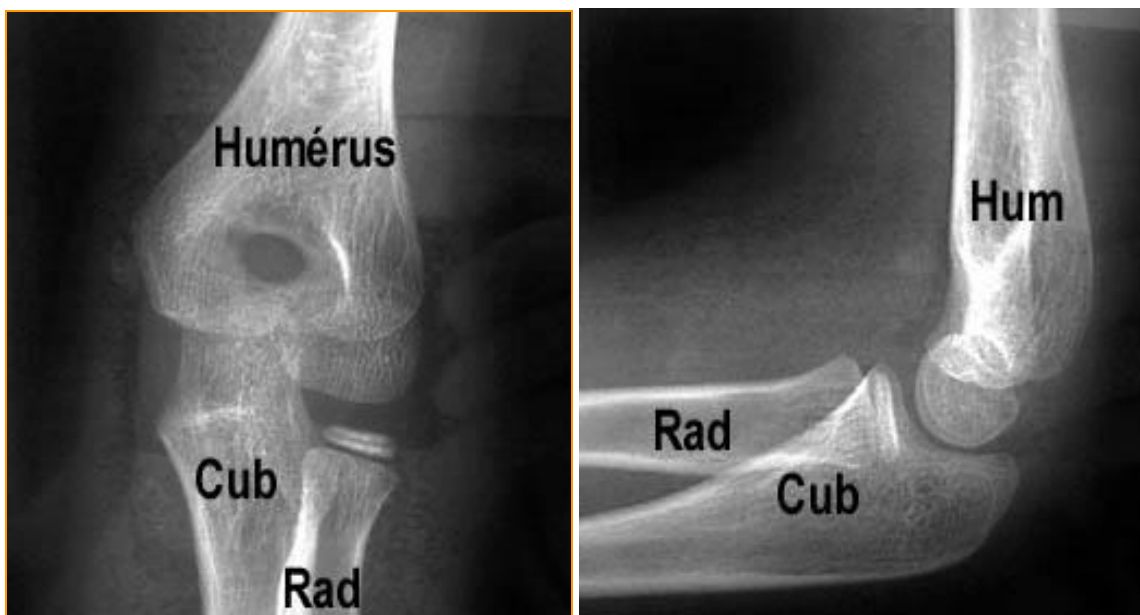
Radiographie de face et de profil montrant l'articulation du coude de L'enfant.
